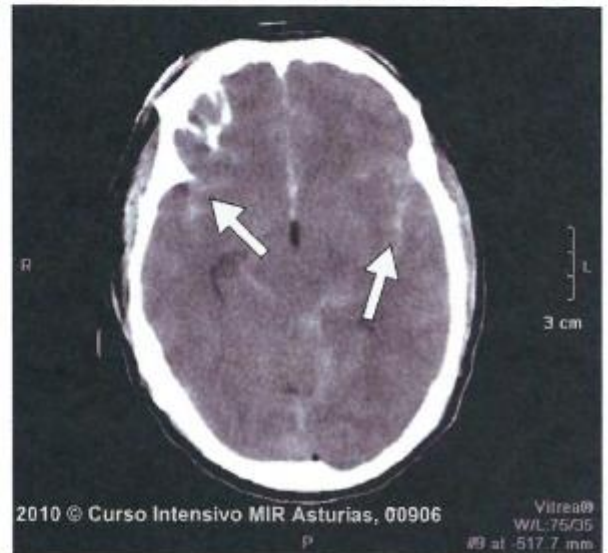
Imagen de TAC que muestra hemorragia subaracnoidea donde se aprecia la sangre en las cisternas perimesencéfálicas y en cisura de Silvio. Aparece también vertido de sangre intraventricular
